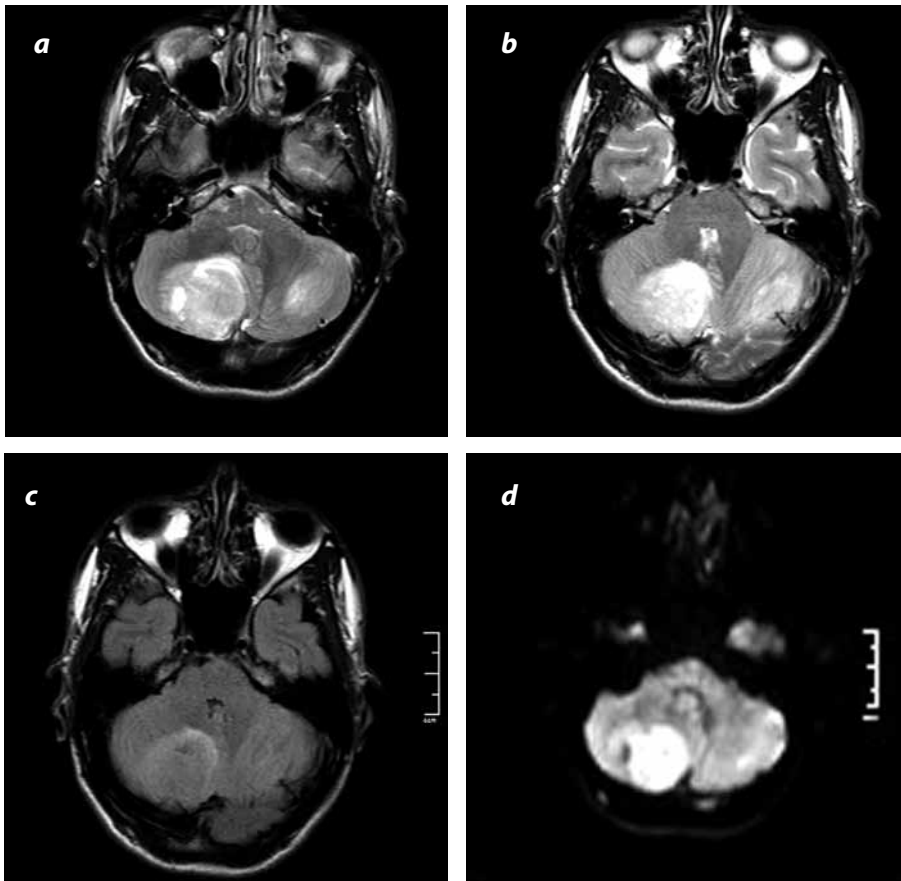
Hombre de 30 años. RM. (a y b) Plano axial secuencias con información T2, (c) FLAIR con información T2, (d) Difusión. Masas en ambos hemisferios cerebelosos de mayor tamaño en el lado derecho de bordes más o menos definidos, ligeramente de alta intensidad en secuencias con información T2 y secuencia de difusión asociadas a leve edema vasogénico FLAIR, comparada con la sustancia gris, restricción en la secuencia de difusión, asociadas con leve edema vasogénico circundante.
